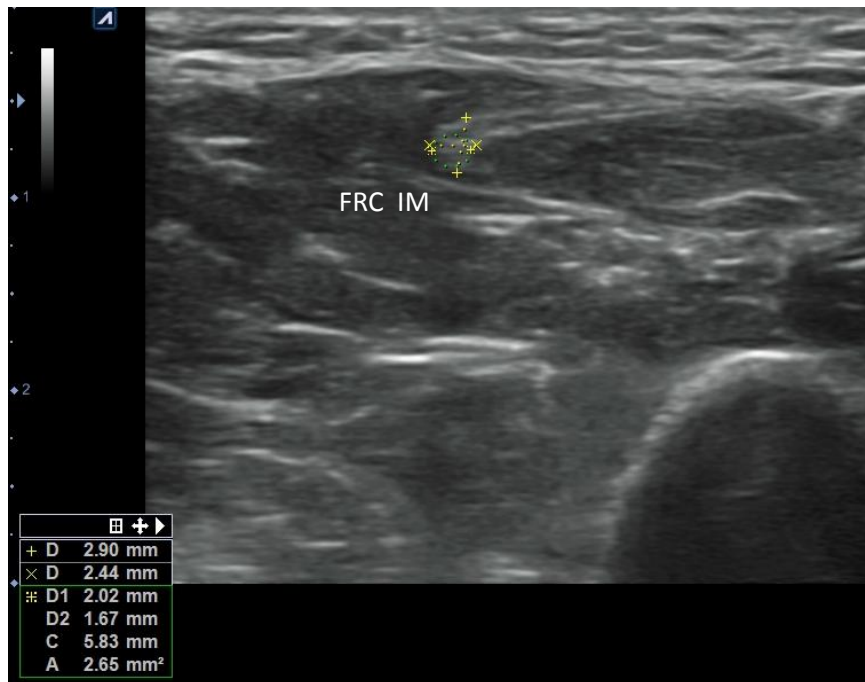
Ecografía con plano transversal proximal del FRC, para identificación proximal de su tendón intramuscular.
